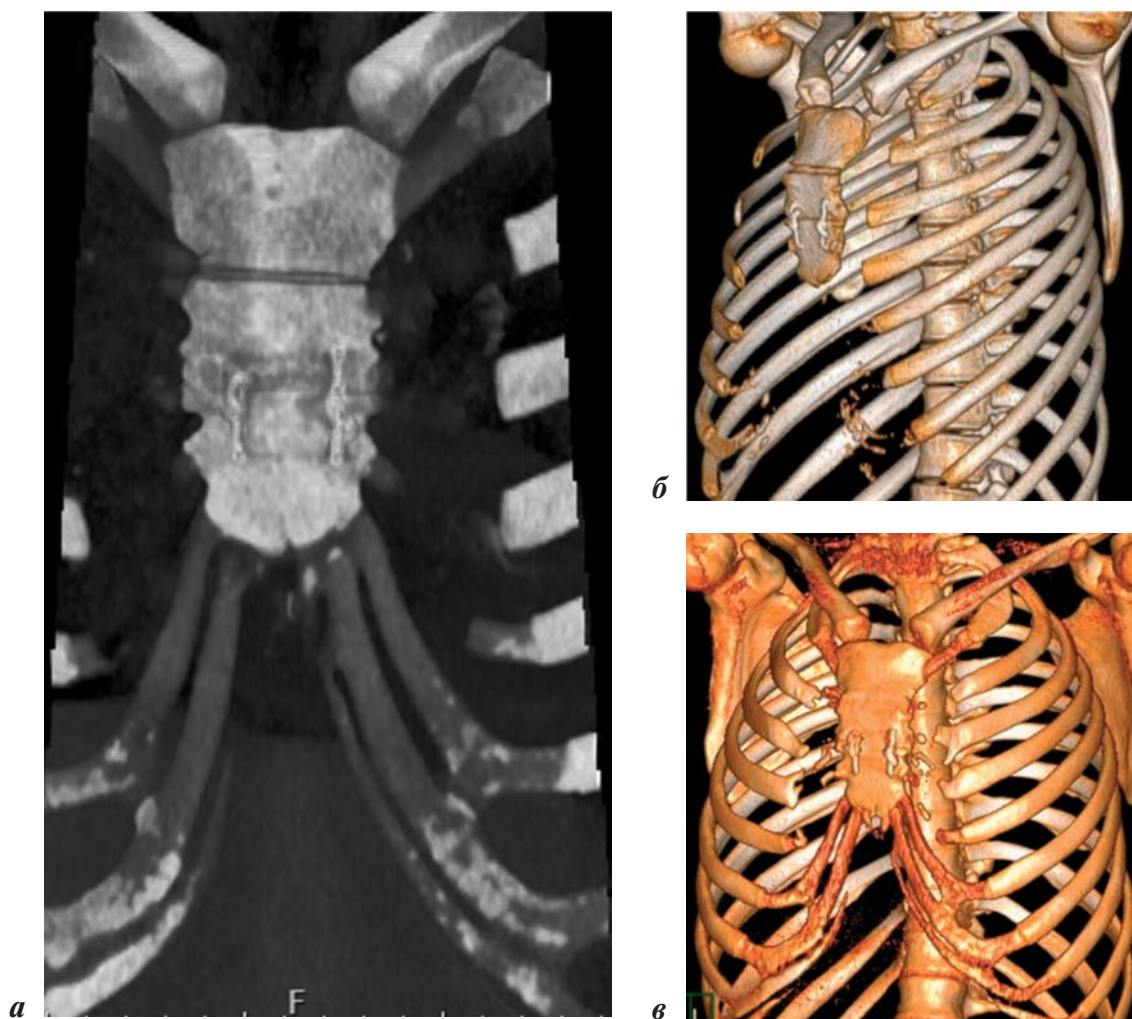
МСКТ грудной клетки с 3D-реконструкцией у пациентки Ж., 18 лет (объяснение в тексте)
